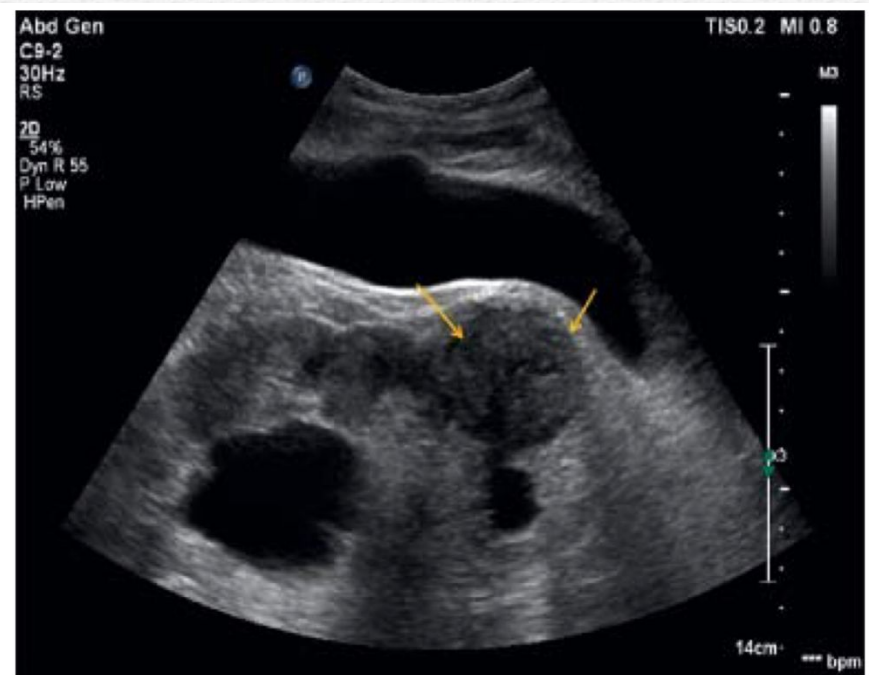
a An inhomogeneous renal cyst that shows hypoechoic content on the margin (white arrow). b There is no major vascularization of the cyst visible in color Doppler mode (yellow arrow).
